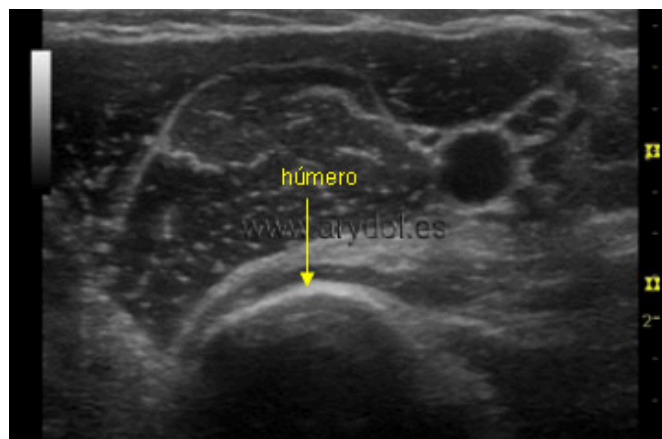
Ultrasonido en Hueso
